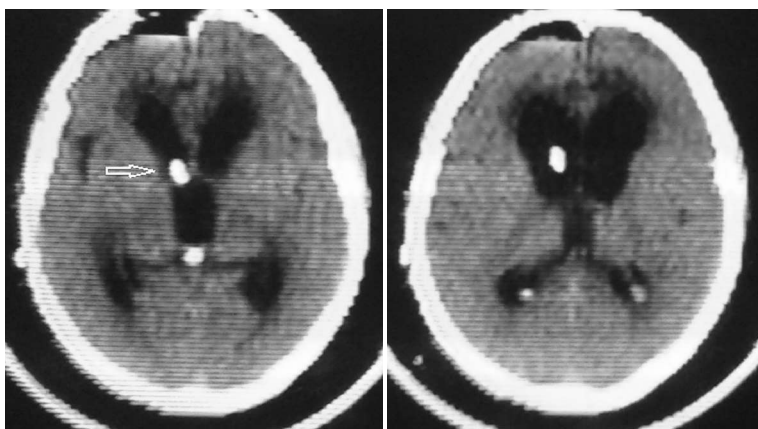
Хворий Б. КТ ГМ після ЛШО. В просвіті правого бічного шлуночка візуалізується катетер шунтувальної системи.
